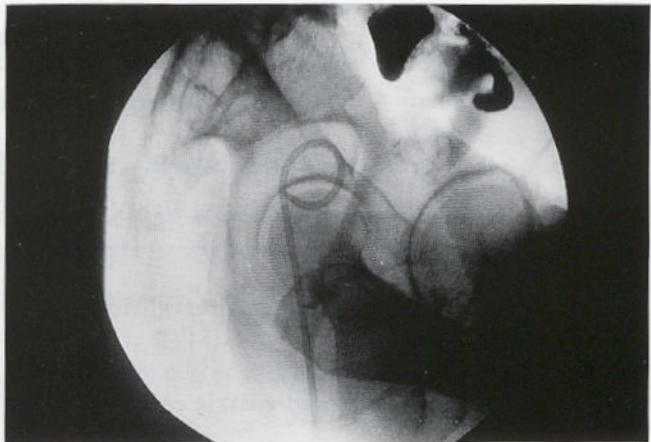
Lateral pelvic radiograph demonstrates final drainage catheter placement after forming self-retaining loop.
